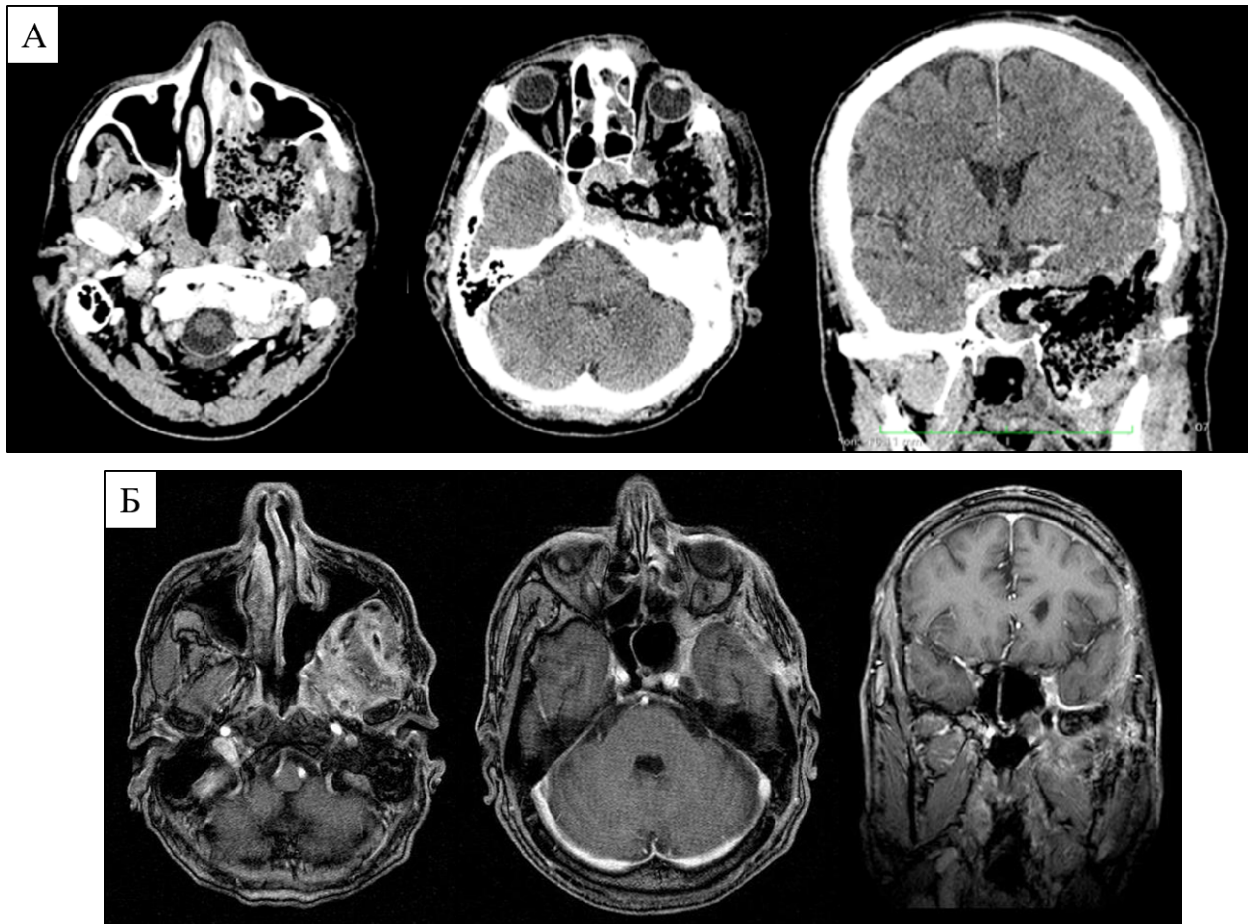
Контрольные исследования после операции: А - КТ головы с контрастом в первые сутки после операции; Б - МРТ головы с контрастом через 3 месяца после операции
